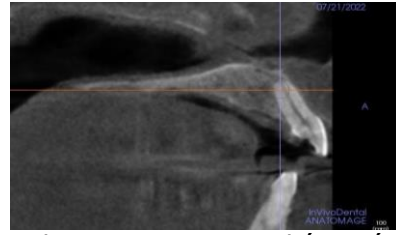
Phim CBCT sau 12 tháng, bệnh nhân Đ.Q.Q
